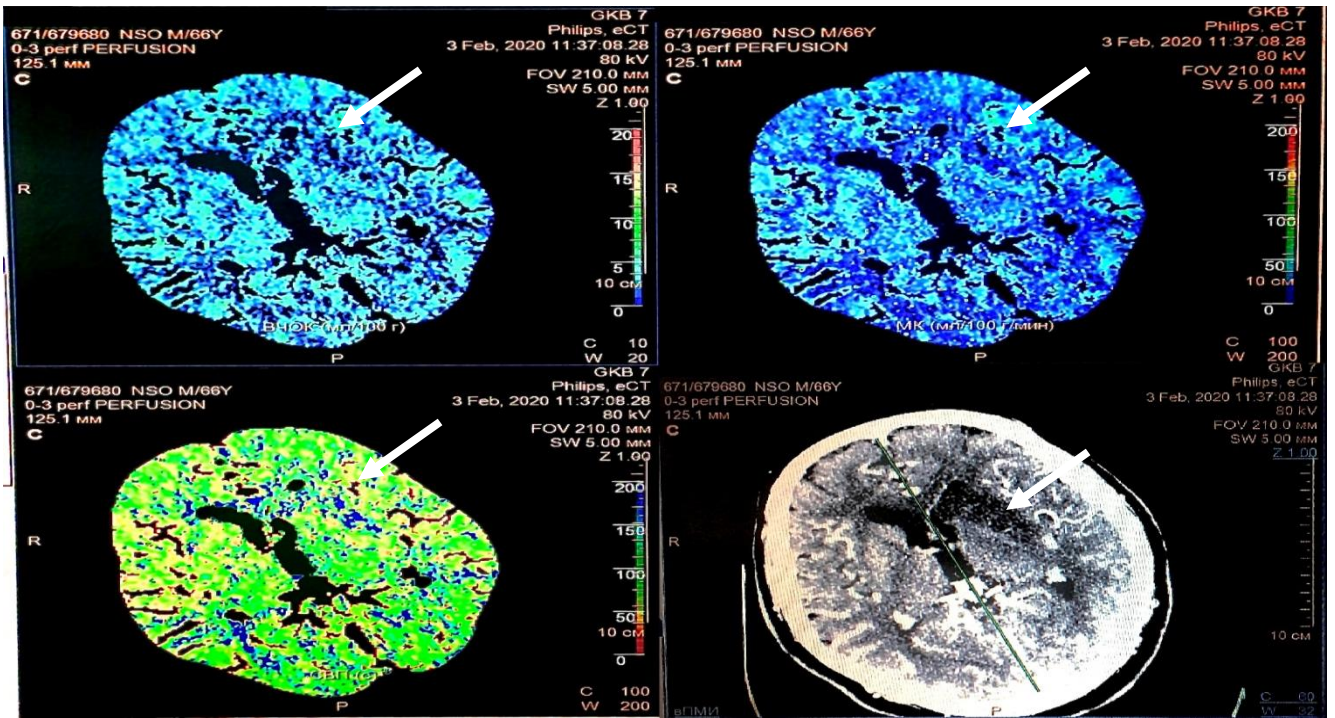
Гиперфузия в очаге ишемии на перфузионных картах.
